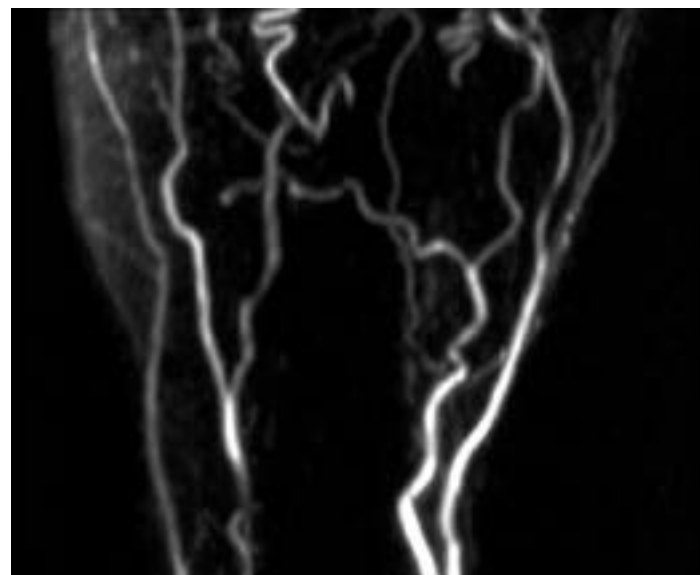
Angioresonancia de un paciente asintomático que muestra el árbol vascular de la muñeca y la mano. 3D PC (15cm/seg.), reconstrucción MIP coronal.
